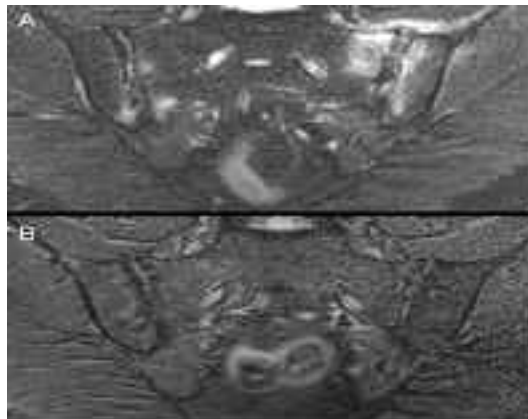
RM de uno de los casos con edema óseo bilateral asimétrico de ambas articulaciones sacroilíacas y capsulitis izquierda (A) con resolución a los 17 meses de dieta sin gluten (B)
